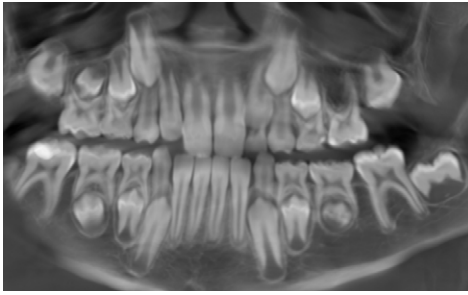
Ортопантомограмма до лечения: адентия зачатка зуба 2.5, тесное положение зубов, недостаток места для постановки зубов в верхний и нижний зубные ряды
